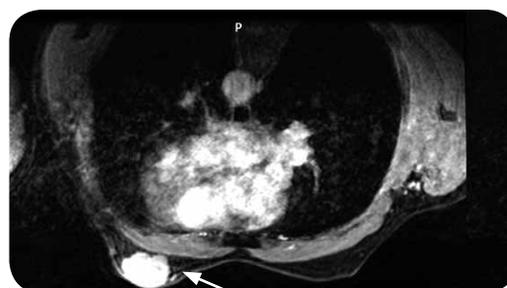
RM: imagen nodular retroareolar en la mama izquierda de alta señal con información T1 y T2 (flechas).
